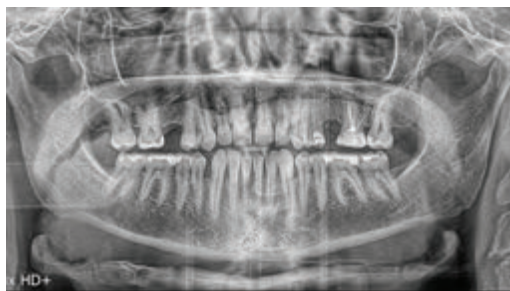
Radiografi panoramike para trajtimit
